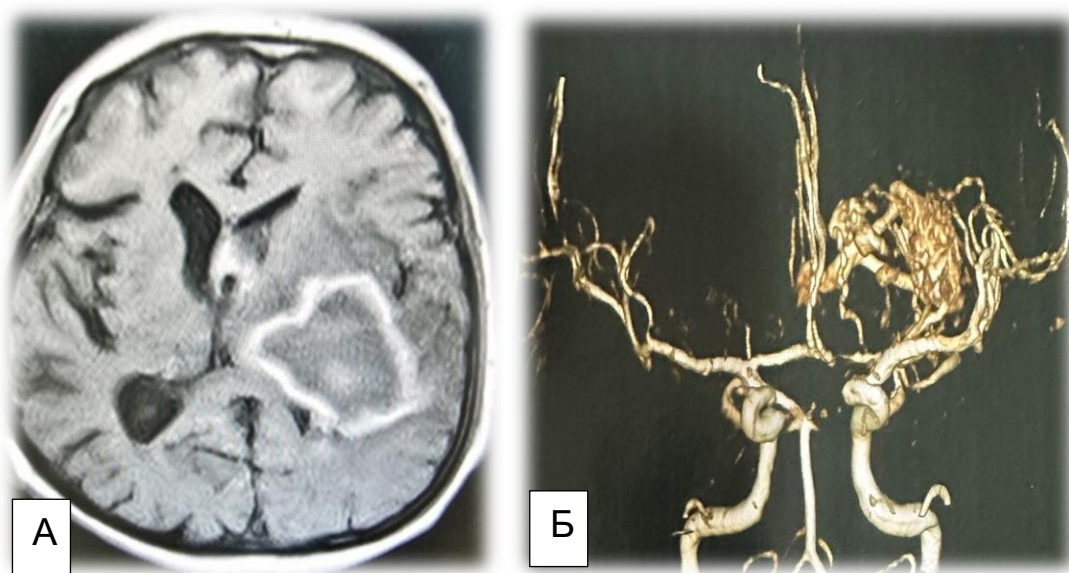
А – МРТ медианной гематомы левой теменной области головного мозга, объёмом 76 см³ в подострой стадии. Б. МРТ – ангиография – TOF 3D MIP визуализируется глубокое расположение АВМ базальной области теменной доли головного мозга слева, которая в виде конуса тянется к желудочку; кровоснабжение осуществляется из ветвей ПСА и СМА
